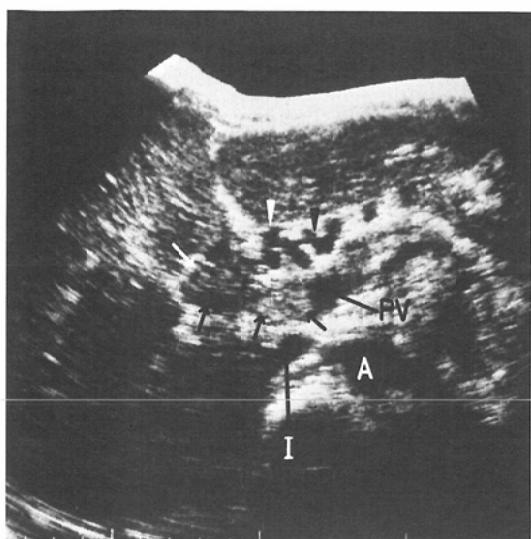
Transverse ultrasonogram through liver at the level of hilum. The portal vein is partially occluded by an echogenic thrombus (arrows). Irregular transonic channels are seen anterior to the portal vein which represent collateral veins (arrowheads).
